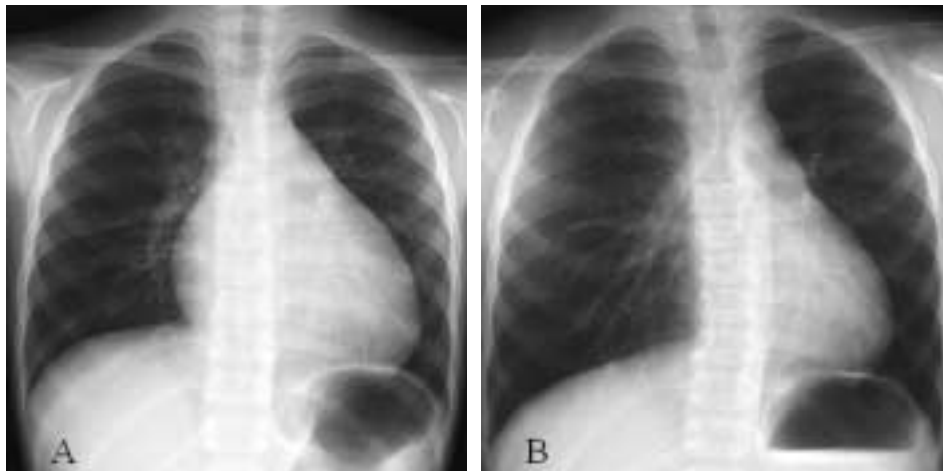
Chest X-ray of case 1.
